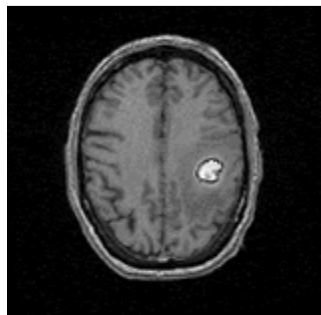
Vue d'une tumeur au niveau du cerveau en IRM
